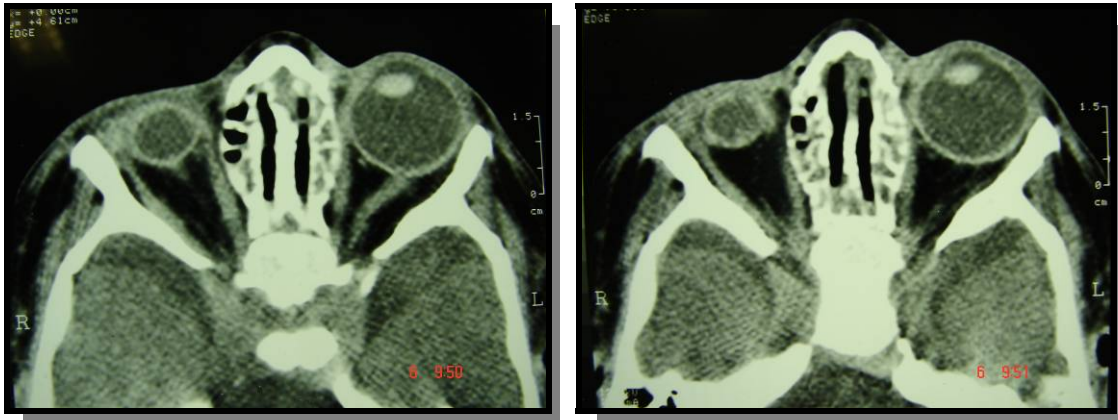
TC de órbita mostrando globo ocular direito com dimensões reduzida.
